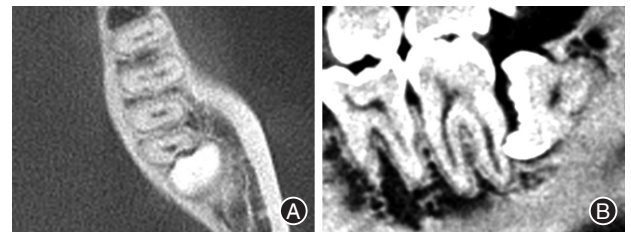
轻度牙根外吸收(ERR)典型病例术前锥形束CT(CBCT)影像 A:横截面;B:矢状面。38牙冠抵于37远中根面,37远中根面根管壁部分缺如,根管影像完整清晰。
